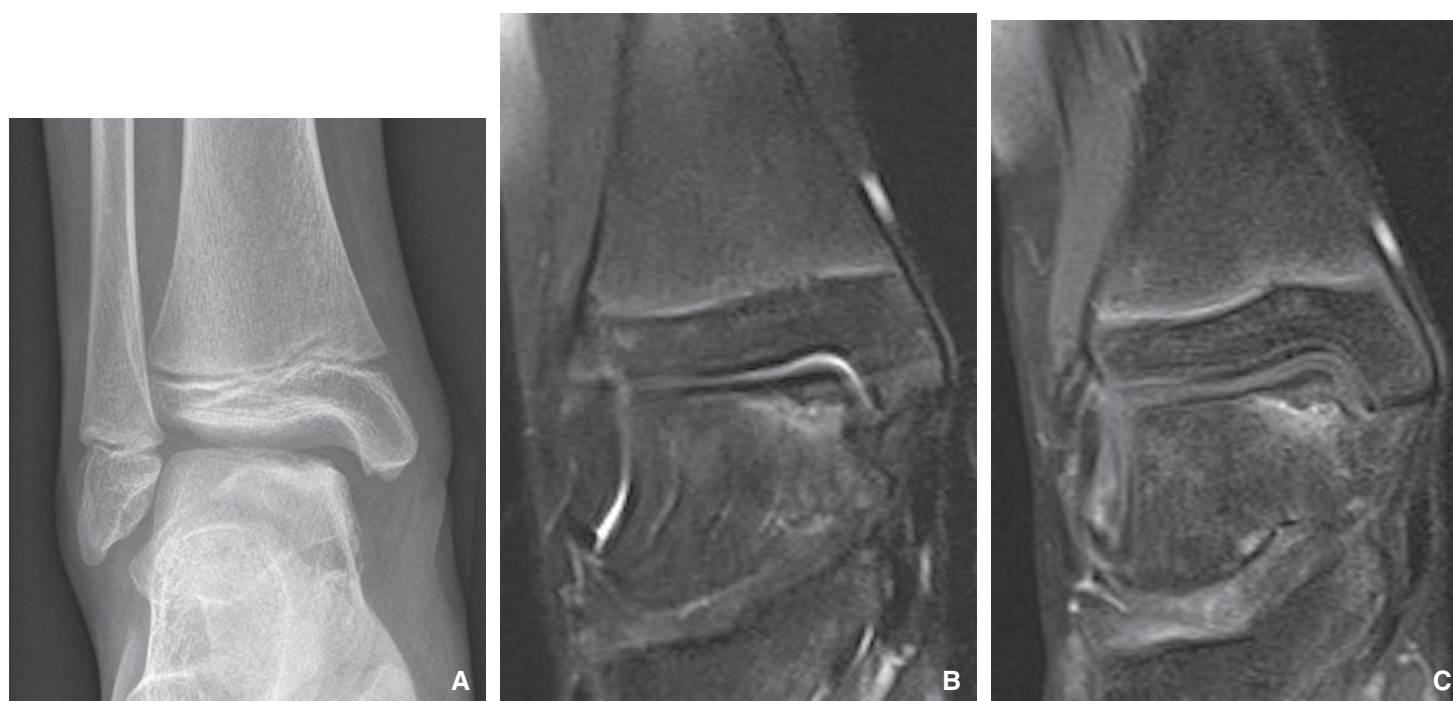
Ostéochondrite du talus. Aspect radiographique de face (A), confirmation à l'imagerie par résonance magnétique avec séquence T2 avec saturation de la graisse (B) et séquence T1 avec injection de gadolinium et saturation de la graisse (C).
